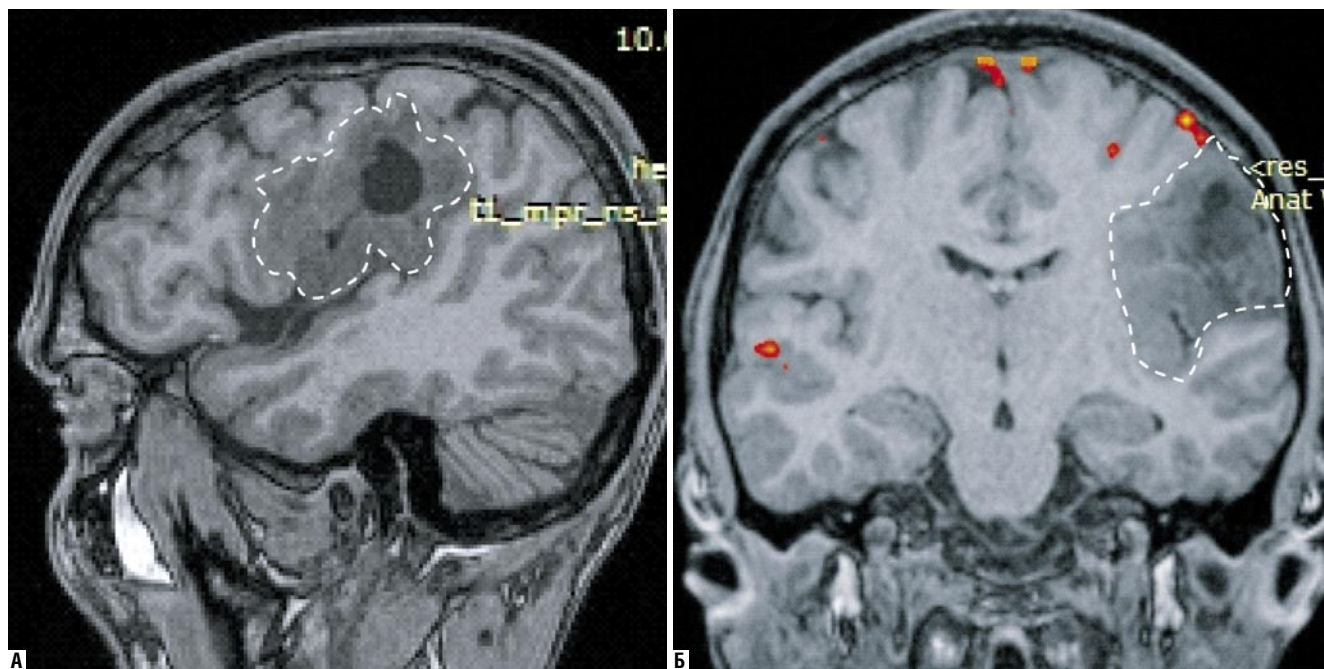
МРТ головного мозга пациента, выполненное перед операцией. А – T1 взвешенное изображение в сагиттальной проекции. Б – T1 взвешенное изображение в коронарной проекции. В заднем отделе левой лобной доли головного мозга определяется объемное образование (выделено пунктиром), размерами 49 × 48 × 38 мм
